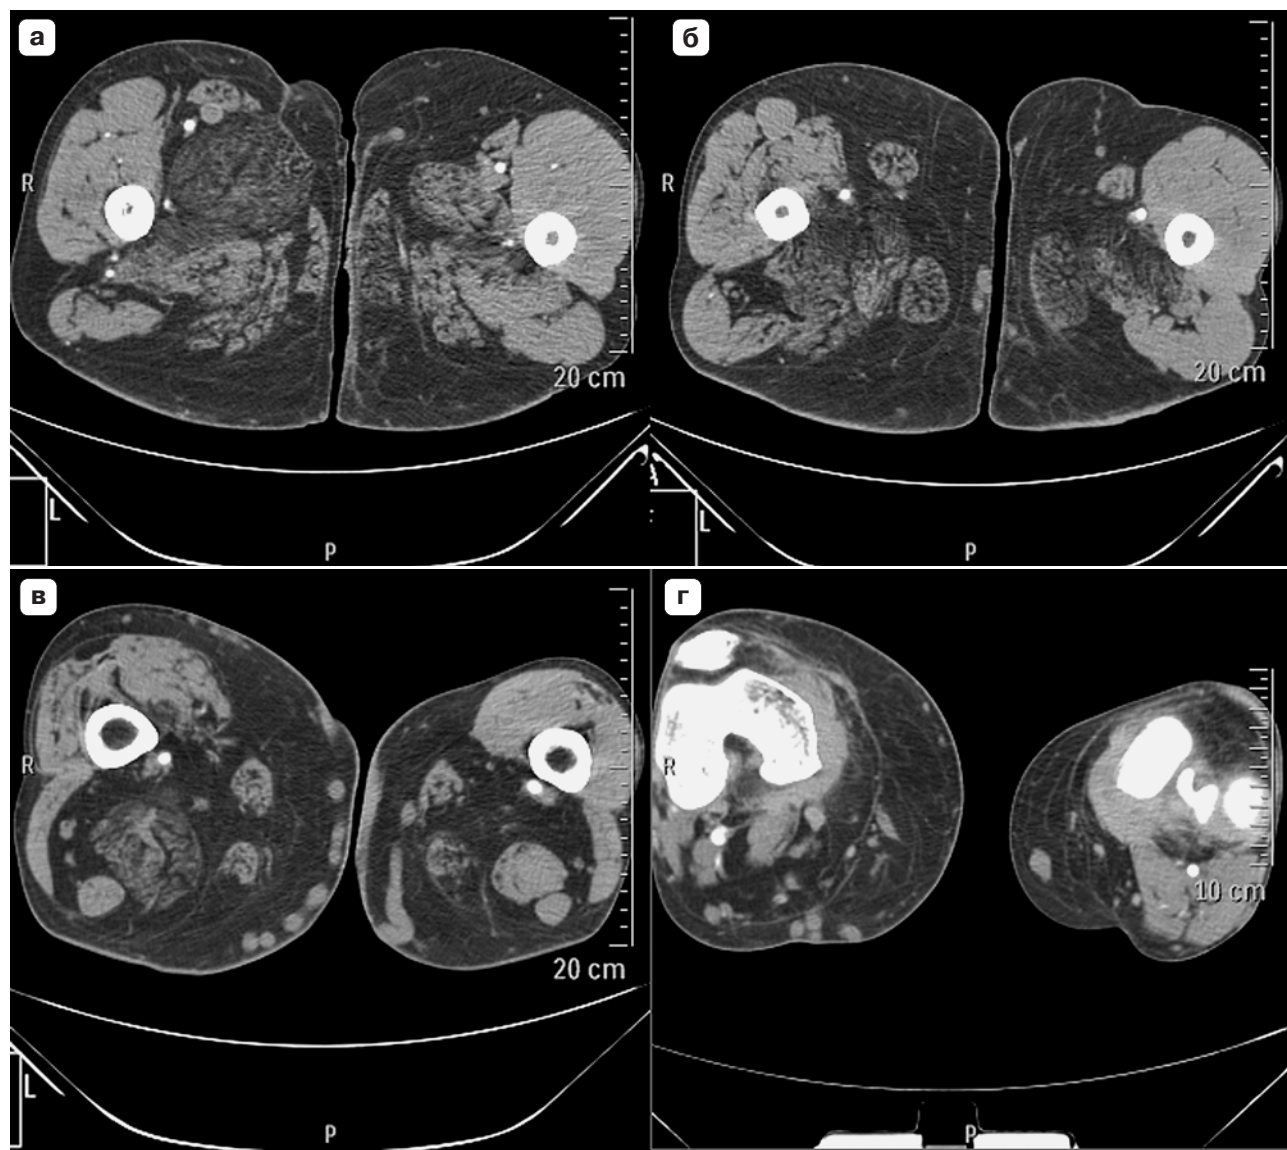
КТ-изображения нижних конечностей. а – аксиальная плоскость, срез на верхней трети бедра; б – аксиальная плоскость, срез на уровне средней трети бедра; в – аксиальная плоскость, срез на уровне нижней трети бедра; г – аксиальная плоскость, срез на уровне коленных суставов.
